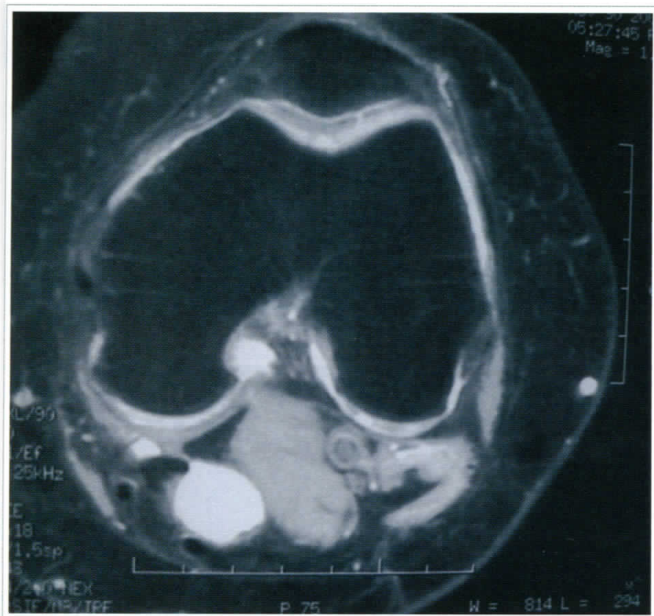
RM de quiste de Baker
